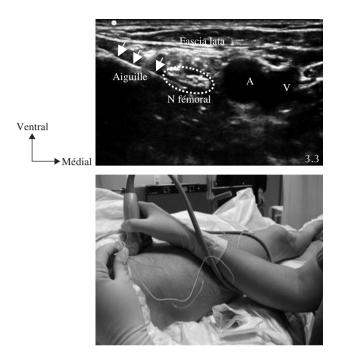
Bloc du nerf fémoral à la cuisse sous échographie. Aspect après injection de l'AL et trajet de l'aiguille. N : nerf, A et V : artère et veine fémorales.
